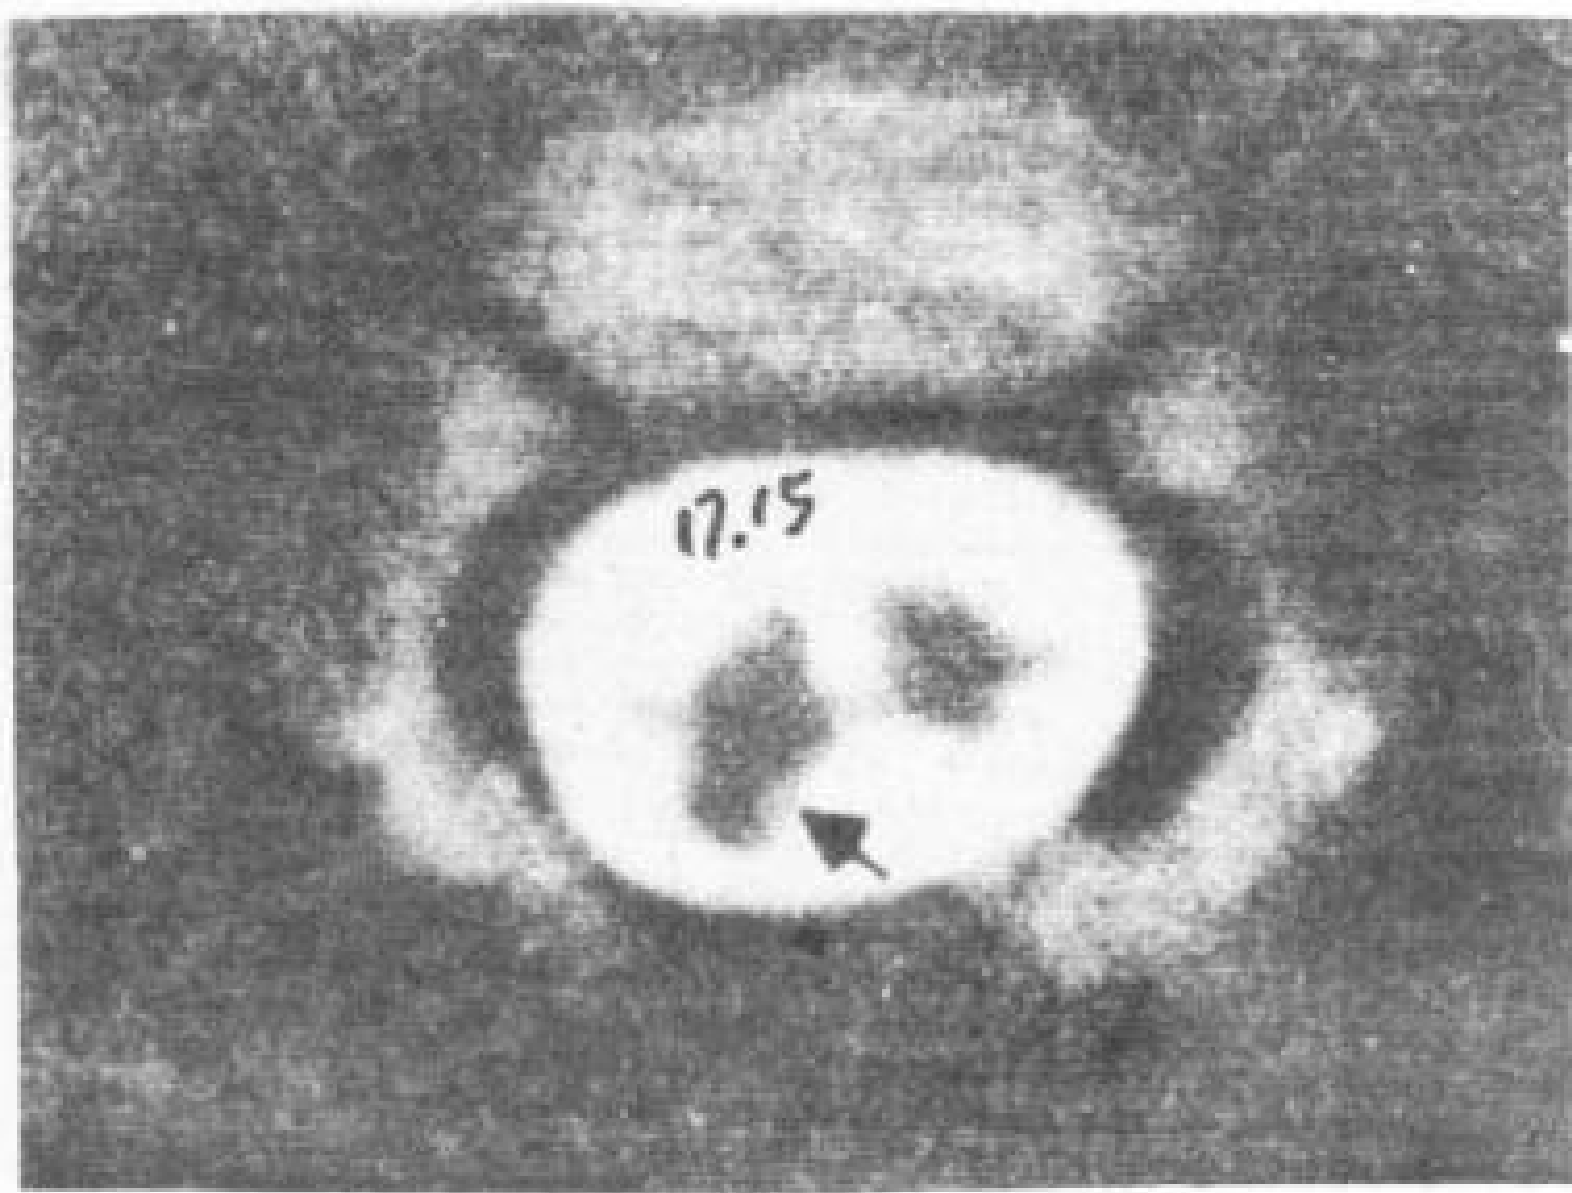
脊髓纵裂有一个硬膜和蛛网膜管和脂肪瘤。1岁男孩。CT 脊髓造影。软膜下脂肪瘤位于 L<sub>2</sub>-L<sub>3</sub> 脊髓裂隙的侧后方。
